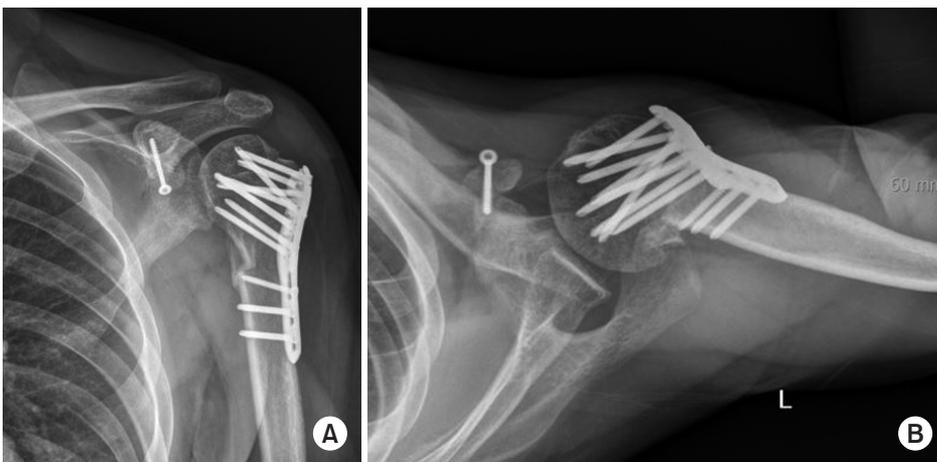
Plain radiographs anteroposterior (A), lateral (B) 3 months after initial surgery show bony union around proximal shoulder, but malunion of the coracoid process.
